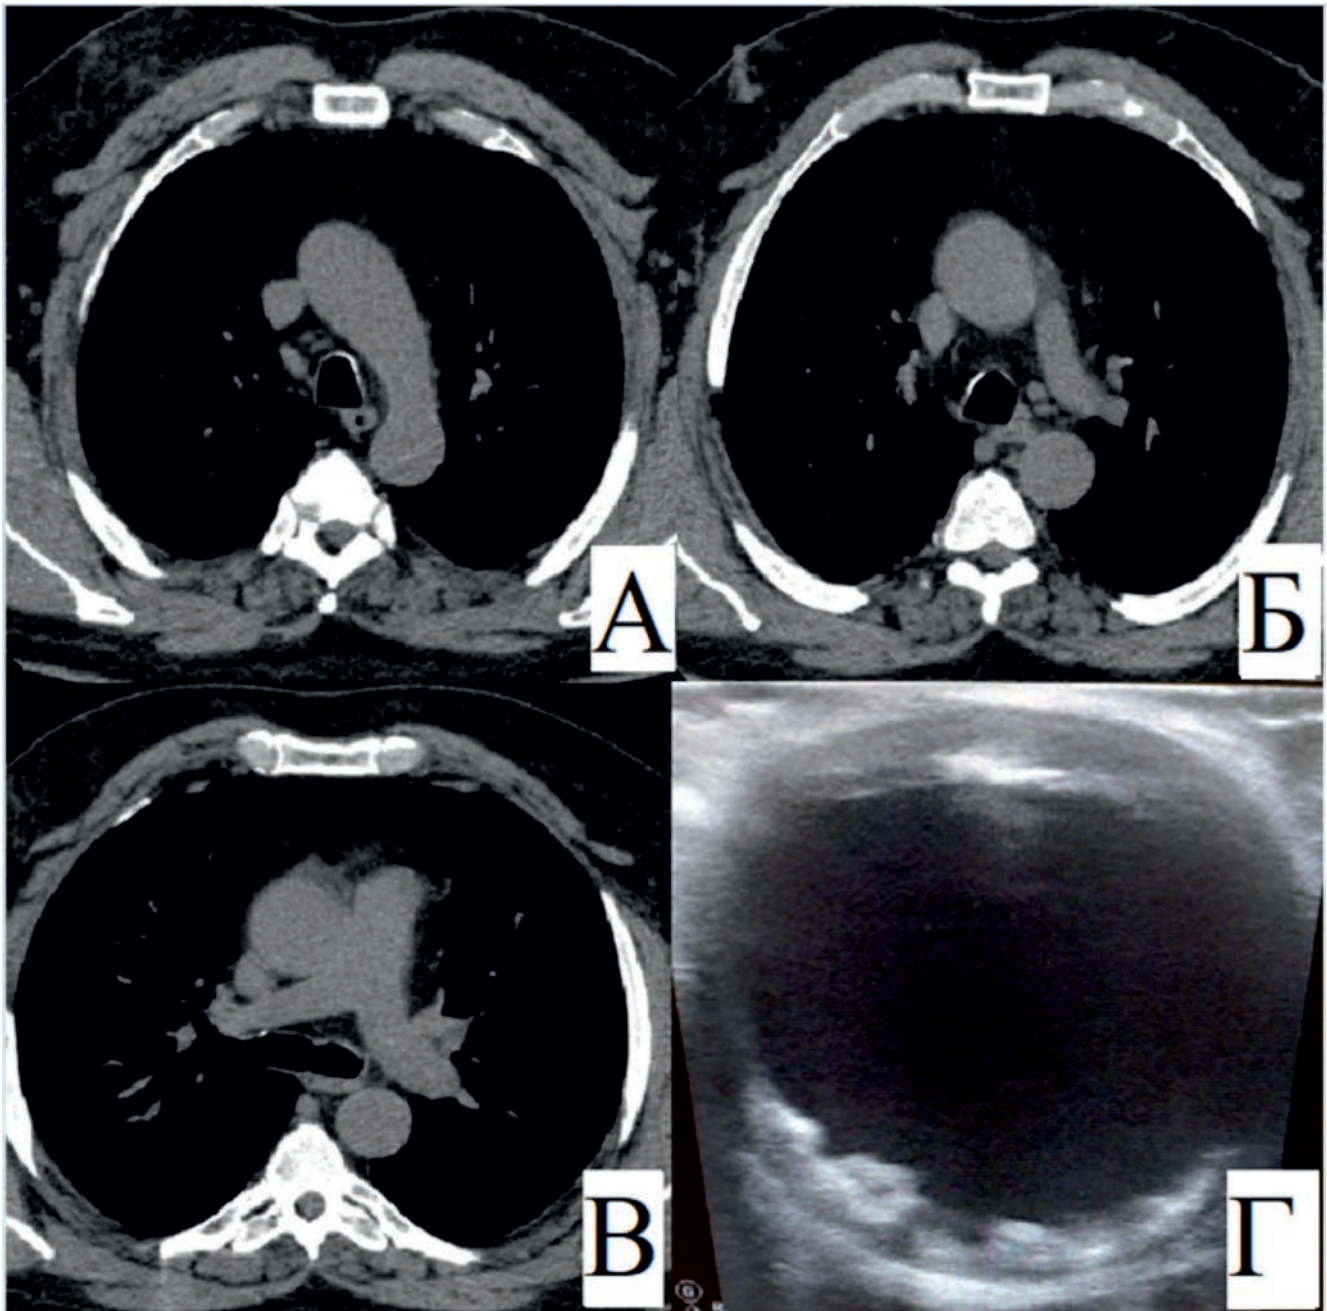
А, Б, В – компьютерная томография органов грудной клетки до операции. Г – эписканирование (атеросклеротические бляшки, флотирующие в просвете аорты)
